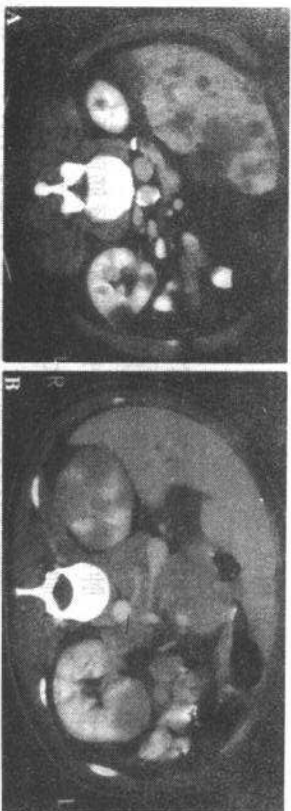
A 58岁男性病人,患有转移性肺癌。CT图像示数量众多的肝内病灶和双肾转移灶。B 另一患淋巴瘤病人,可见双肾内多发低密度病灶,于胰腺和主动脉周围也可见肿瘤灶
